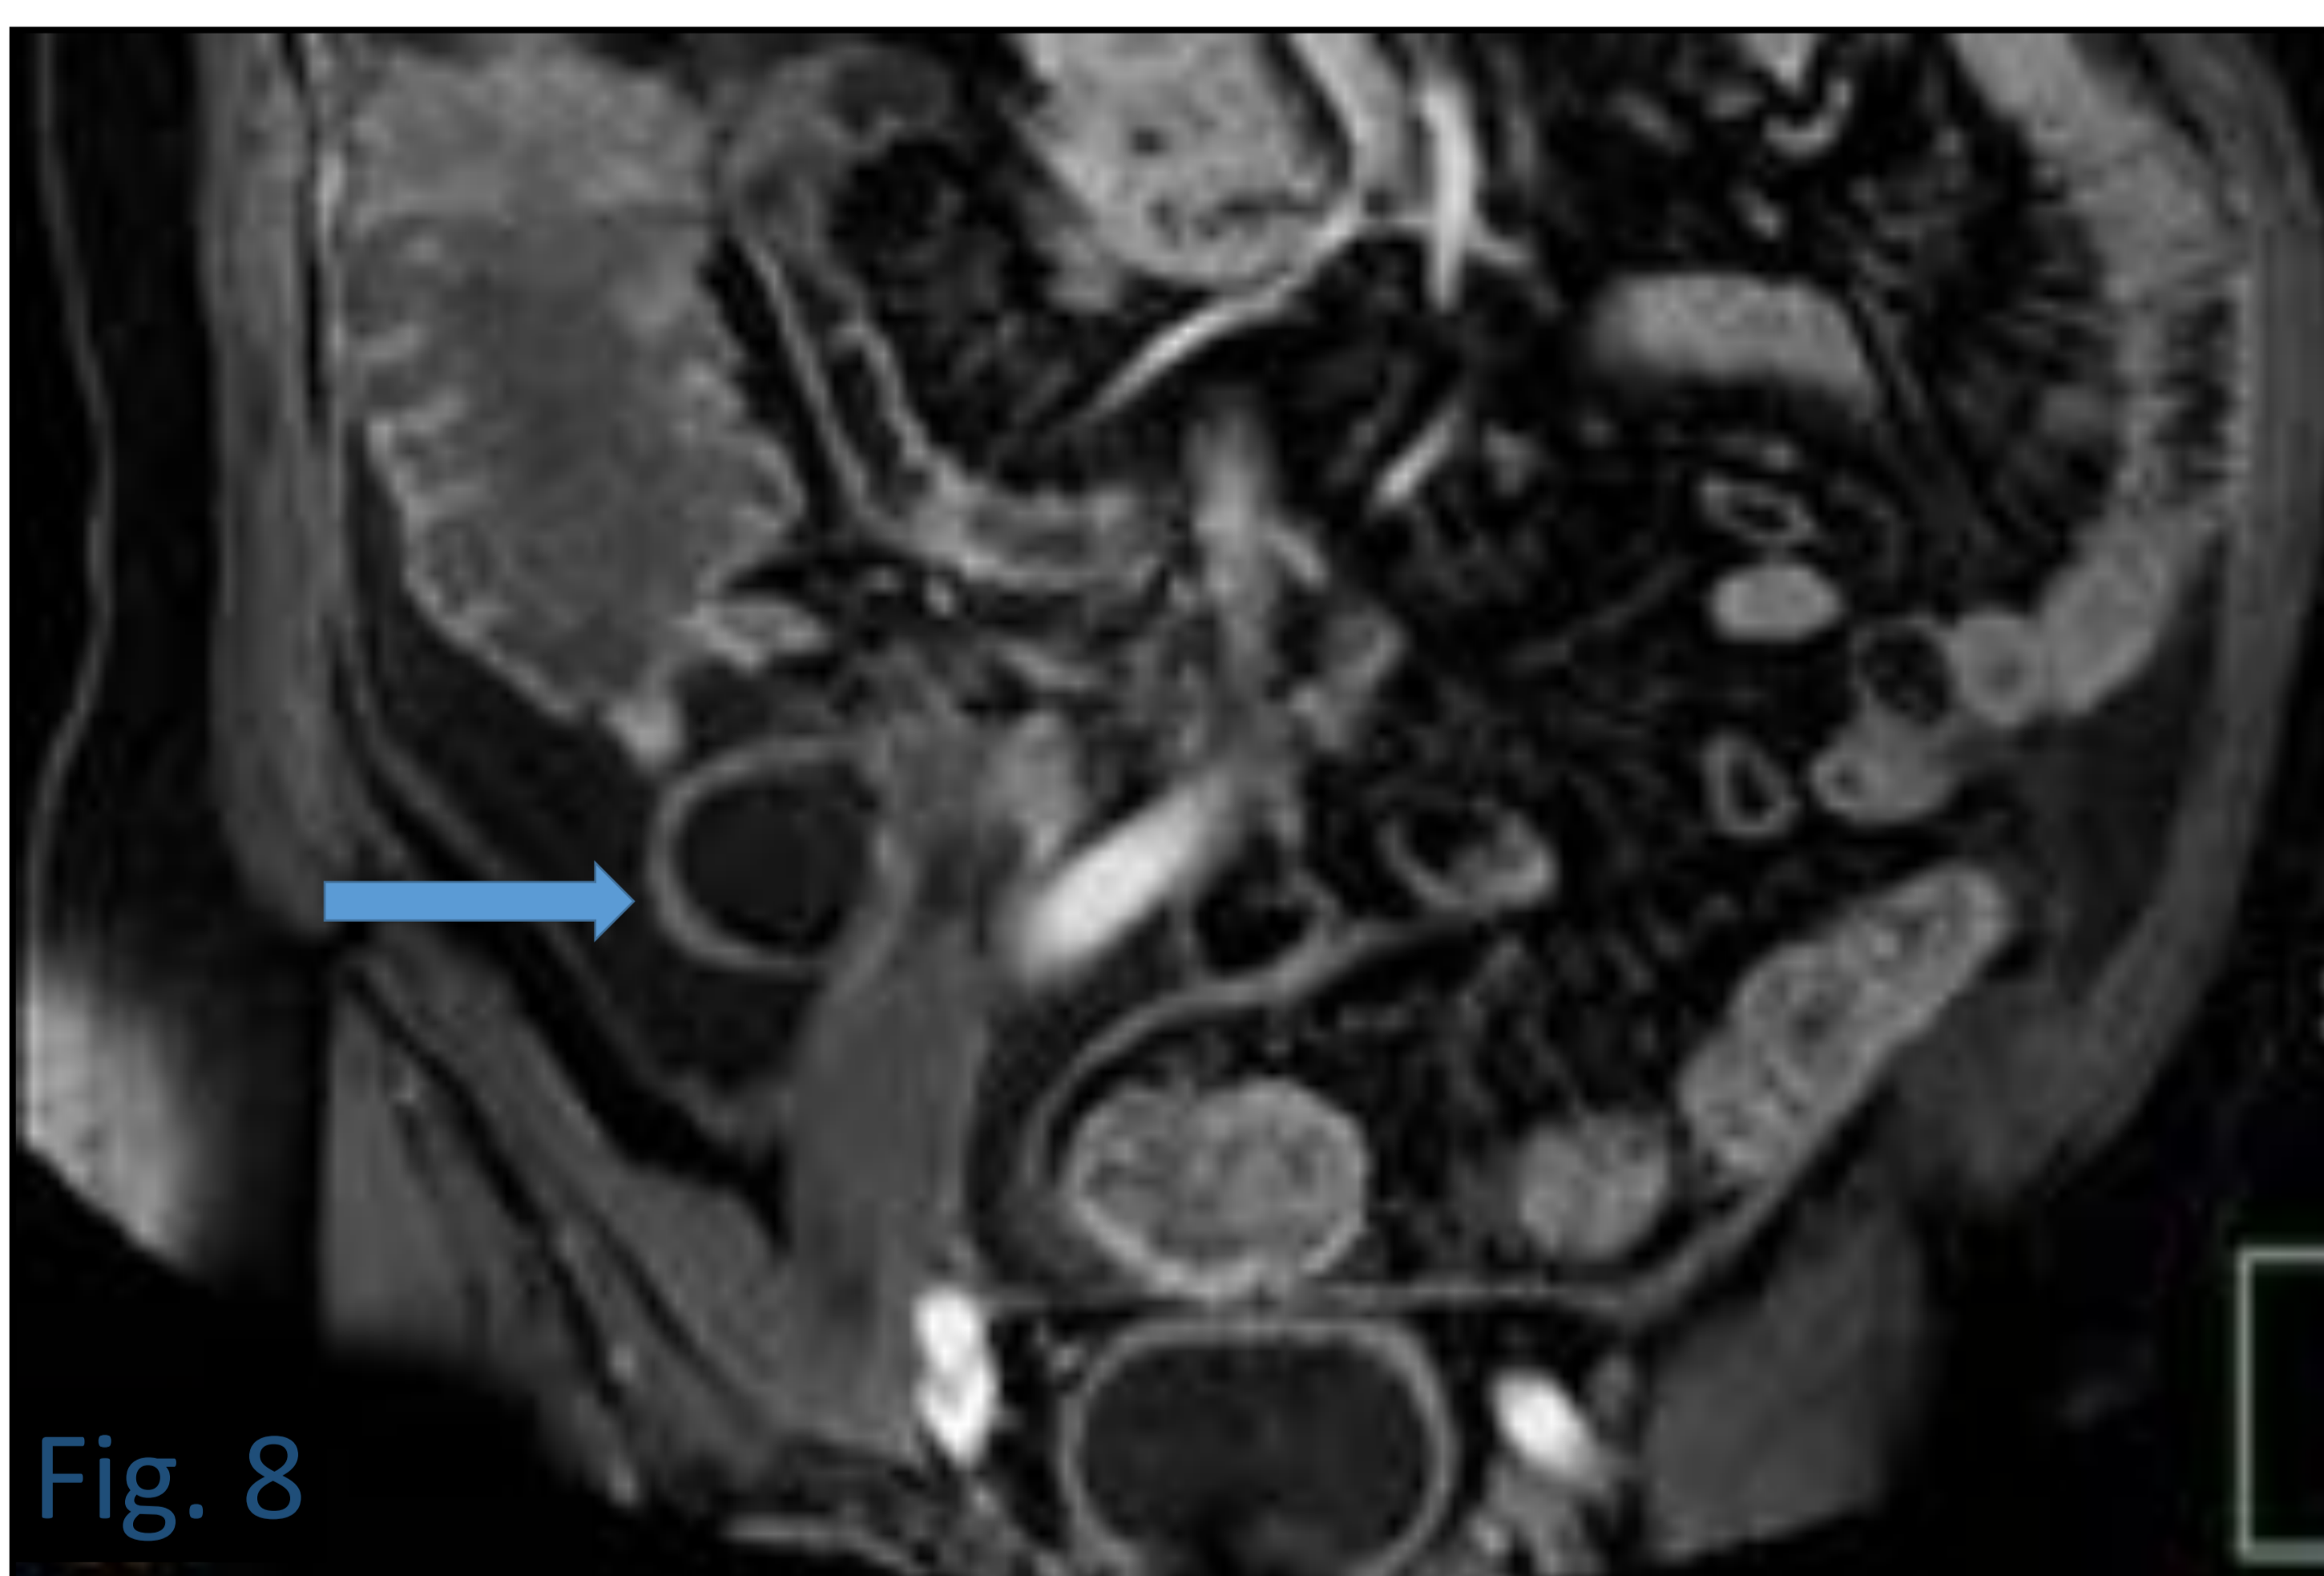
Muestra una imagen coronal de RM potenciada en T1 con saturación de la grasa y contraste paramagnético donde identificamos un mucocoele con engrosamiento de la pared lateral (flecha), sospechoso de neoplasia.
